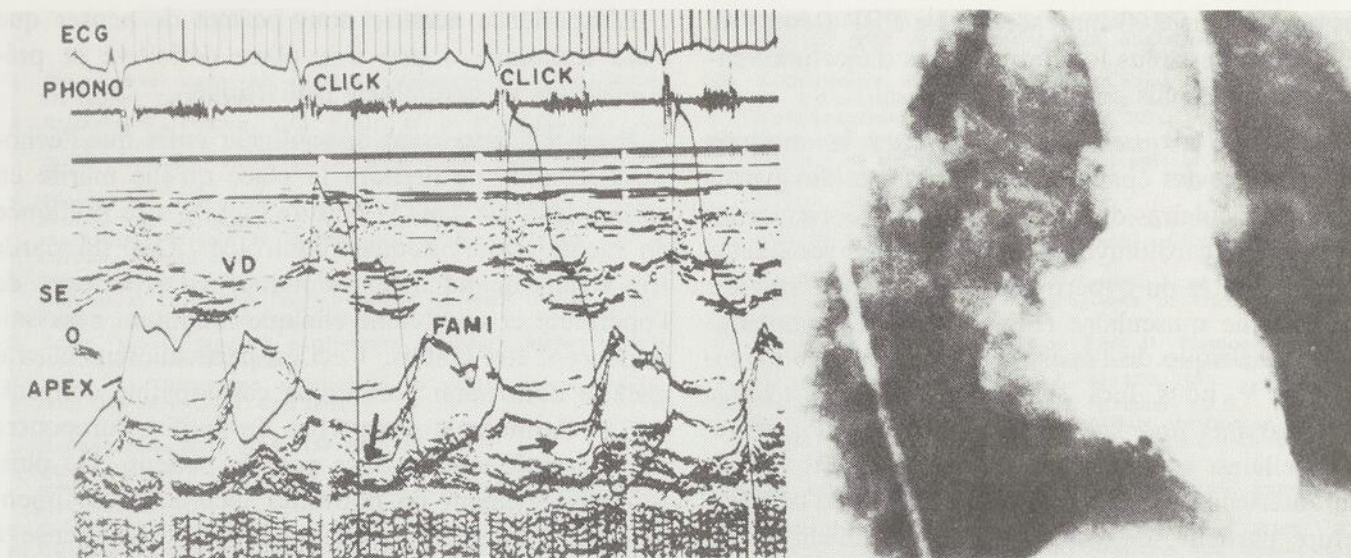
Echocardiogramme d'un enfant de 10 ans, porteur d'un syndrome de Barlow. A gauche, le click mésosystolique se produit au moment où le prolapsus méso-télosystolique est maximal (trait vertical). La flèche indique le prolapsus postérieur. A droite, ventriculogramme gauche.
